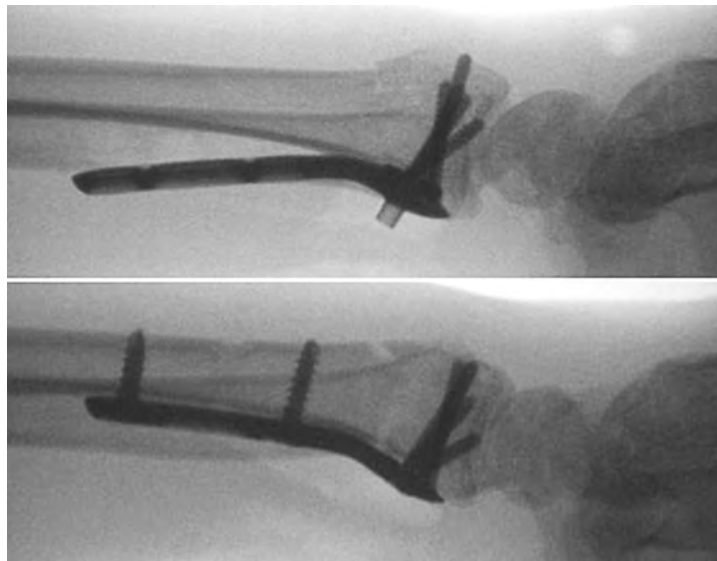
Рентгенограммы в боковой проекции на различных этапах репозиции. Вверху – пластина фиксирована к дистальному фрагменту винтами, сохраняется угол между пластиной и диафизом кости. Внизу – после прижатия винтами пластины к проксимальному фрагменту происходит репозиция дистального фрагмента, восстанавливается нормальный угол наклона суставной поверхности.
